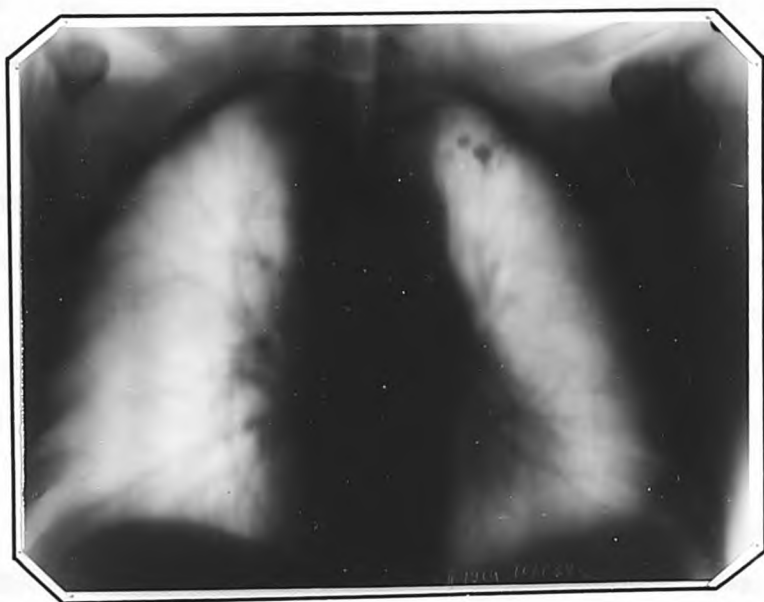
Томограмма больной К., от 18.Х.1958 г. (срез 8 см).
